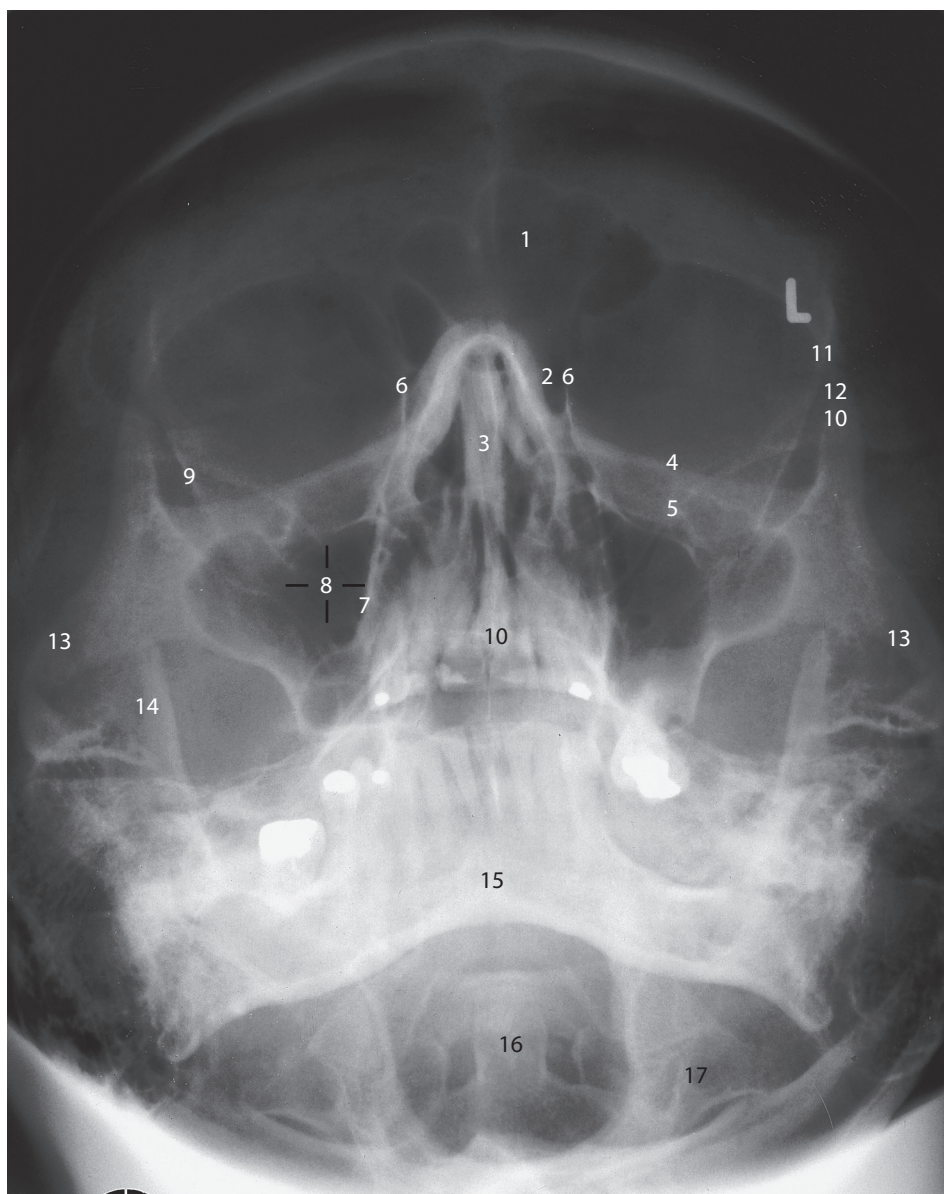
Рентгенограмма черепа в ЗП-проекции.
